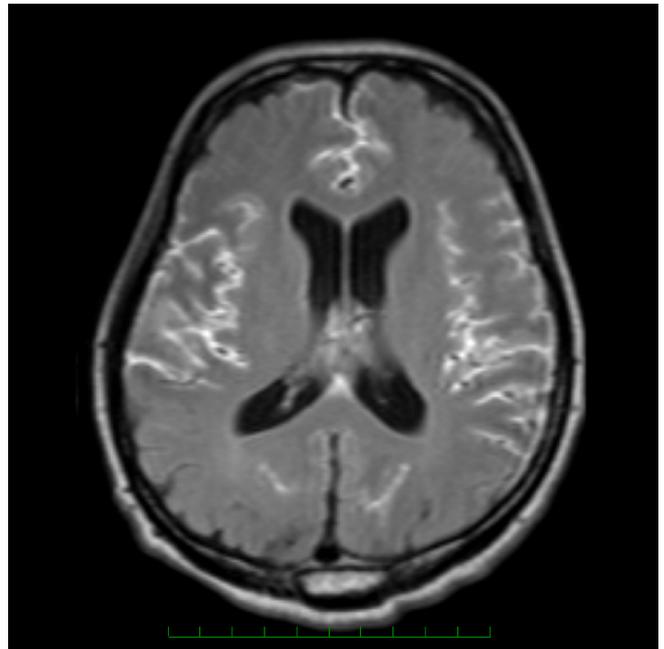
頭部Gd増強MRI FLAIR画像
